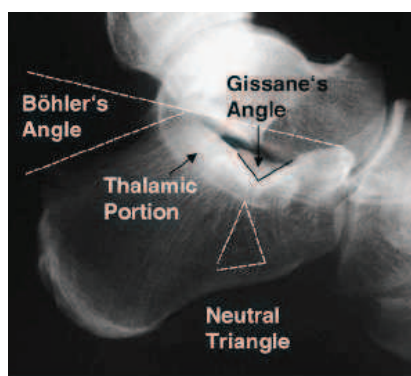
Röntgenaufnahme des Calcaneus von lateral {Rammelt S, 2004}
